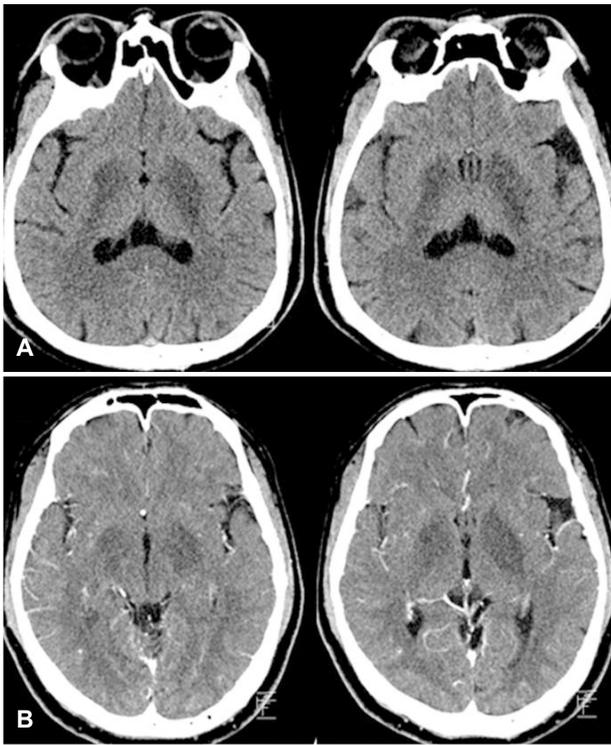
Brain computed tomography demonstrated low densities in the bilateral basal ganglia (A) without contrast enhancement (B).
